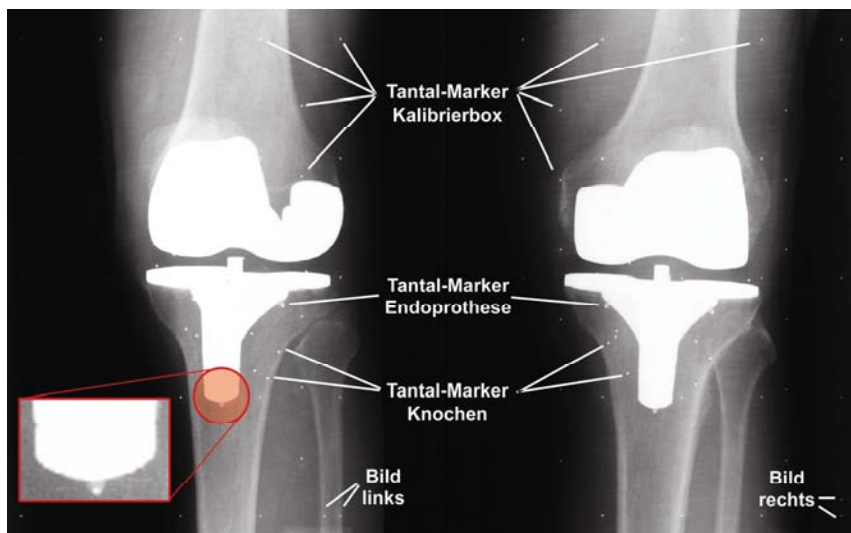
RSA-Röntgenbildpaar mit Marker-Matrix zur Kalibrierung. Die Markermatrix befindet sich in der oberen (Control-Marker) und unteren Ebene (Fiducial-Marker) der Kalibrierbox. Neben den Markern der Kalibrierbox, sind die Messmarker im Knochen- und der tibialen Endoprothesenkomponente sichtbar. Die Endoprothesenmarker sind durch einen kleinen Turm (meist aus Titan, roter Kasten), an dem Sie mit der Prothese verbunden sind, gut von den Messmarkern im Knochen unterscheidbar. Eine Unterscheidung zwischen linker und rechter Bildhälfte des RSA-Röntgenbildpaares ist durch jeweils einen zusätzlichen Messmarker in der unteren Kalibrierbox-Ebene möglich. Der zusätzliche Messmarker ist horizontal für die linke bzw. vertikal für die rechte Bildseite über den jeweiligen rechten unteren Marker der Kalibrier-Matrix eingearbeitet.
